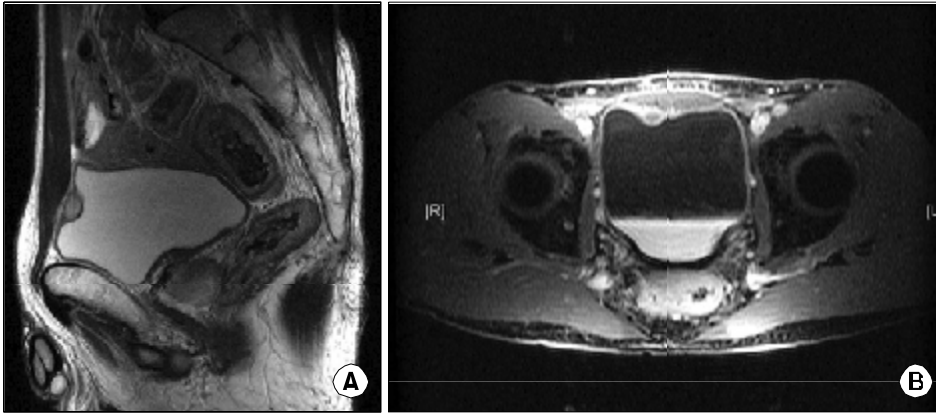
Pelvic magnetic resonance imaging (MRI) reveals a small, ovoid and well-demarcated submucosal tumor at the anterior bladder wall. (A) A higher signal intensity is shown compared to the muscle layer on the T2-weighted image. (B) Enhancement study shows marginal enhancement, but without internal enhancement.
